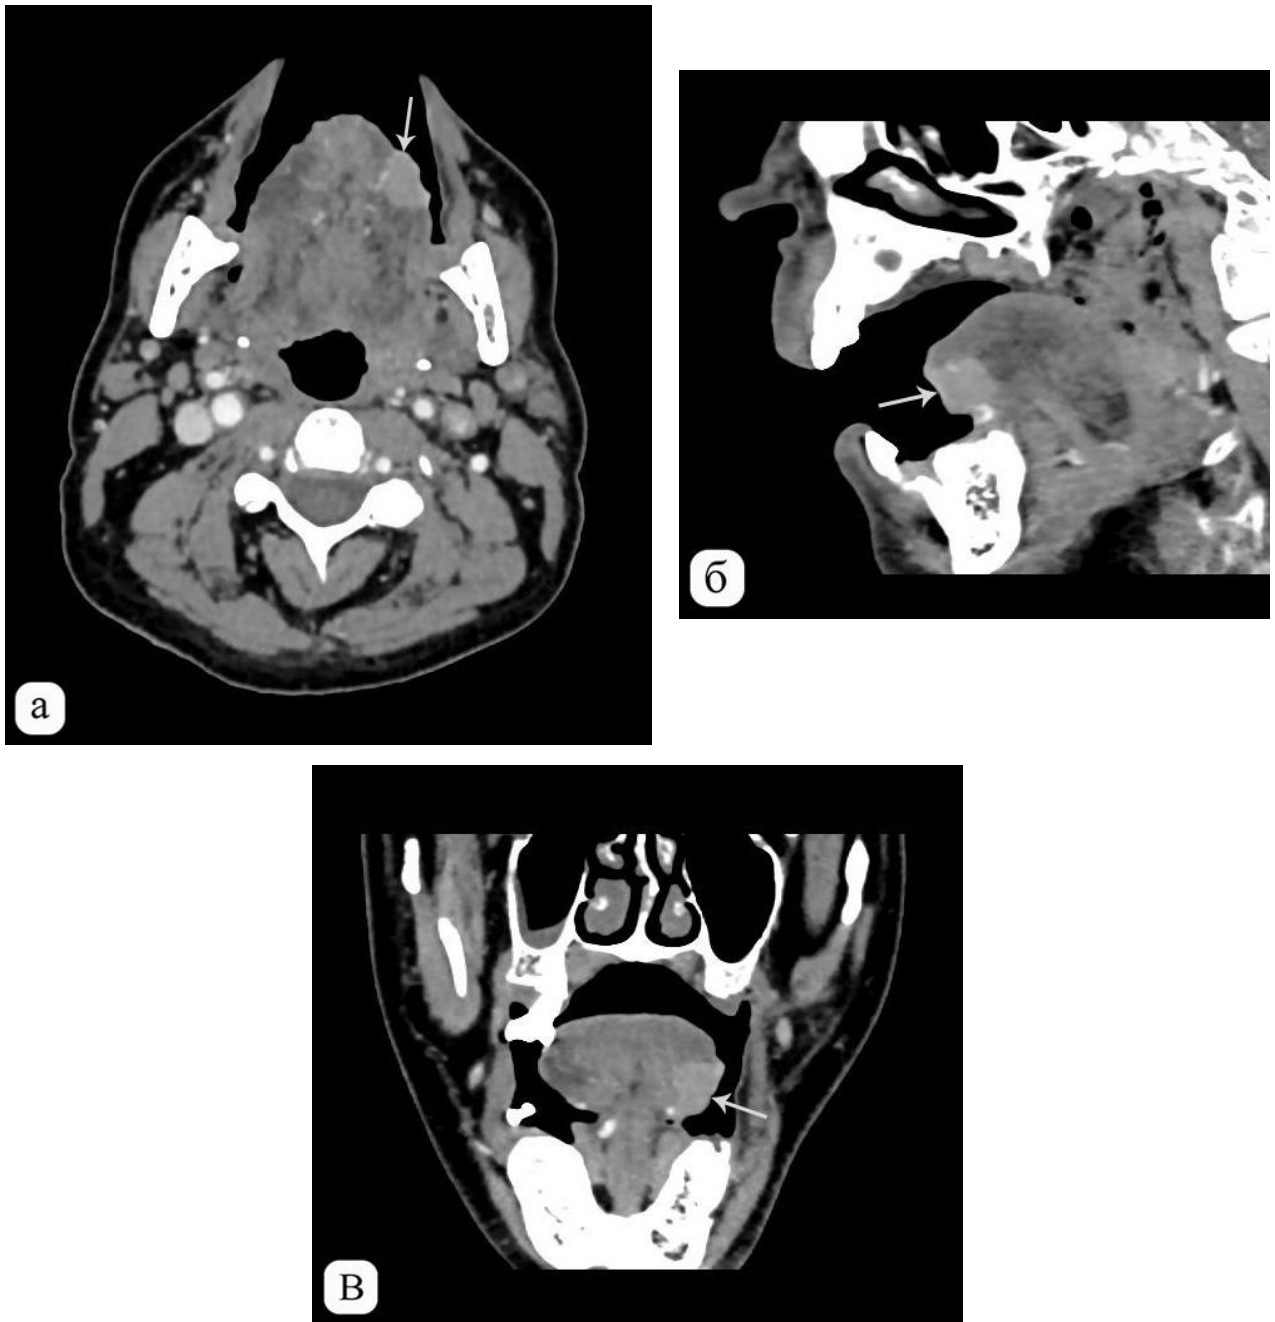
Компьютерная томограмма полости рта. В аксиальной проекции (а), сагиттальной (б) и фронтальной (в) проекциях с внутривенным контрастированием. Рак языка. На боковой поверхности передней трети языка слева (стрелка) визуализируется зона уплотнения тканей, выступающая над поверхностью органа и активно накапливающая КП, средней плотностью +77НУ (min/max +66...+90НУ).
